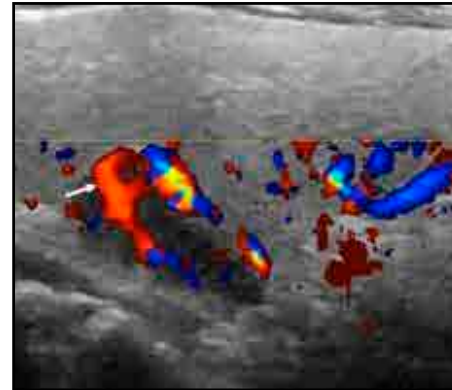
Longitudinal color Doppler US image revealing a polar, peripheral vessel (arrow).
